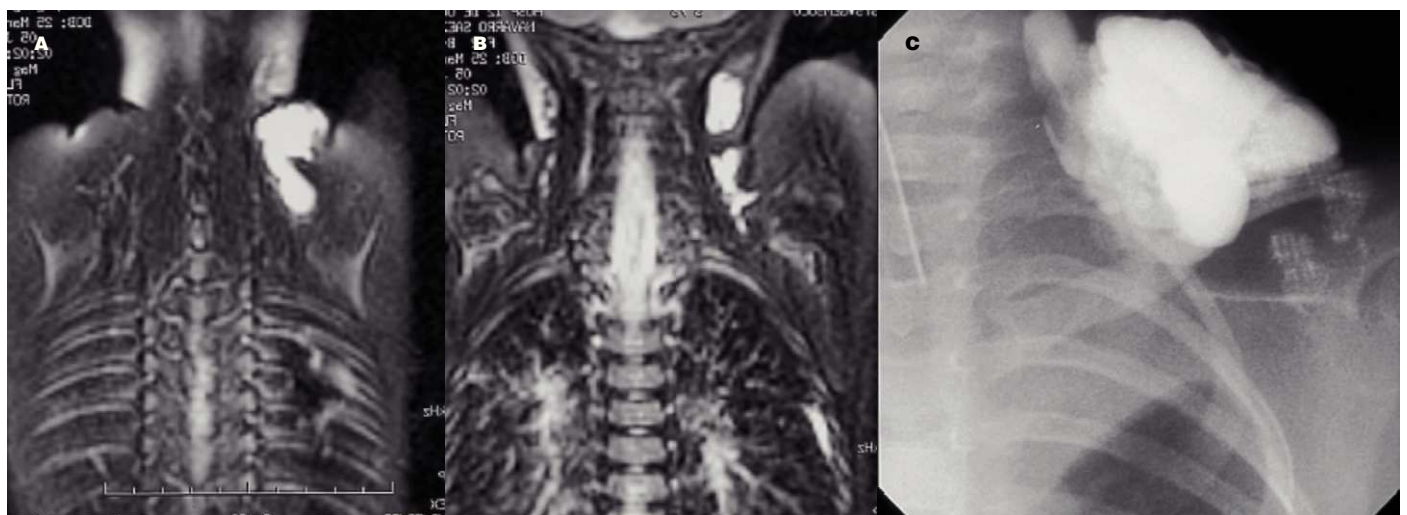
A y B) Resonancia magnética cervical con secuencia ponderada en T2, que demuestra una imagen quística polilobulada en triángulo cervical posterior izquierdo. C) Quistografía tras la punción del linfangioma y previa al tratamiento esclerosante para determinar el volumen máximo de la lesión. Se aprecia una lesión quística unilocular multilobulada paravertebral y supraescapular izquierda.
